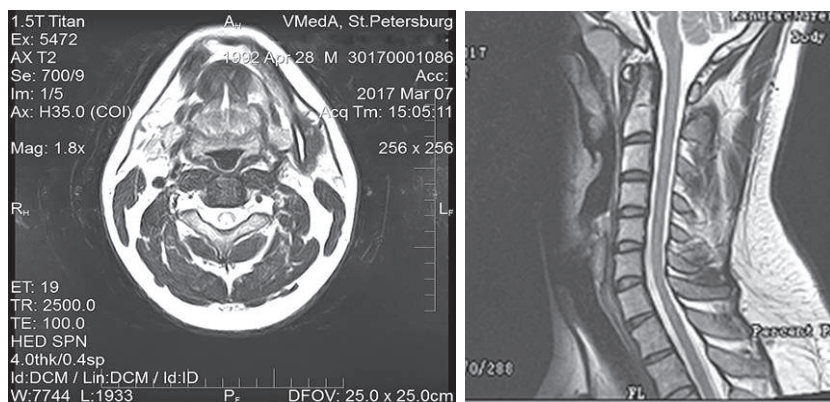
МРТ шейного отдела позвоночника (07.03.2017 г.)
